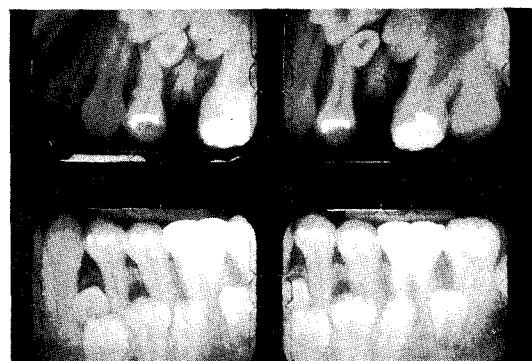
초진시 좌측 구치부 치근단 방사선사진
